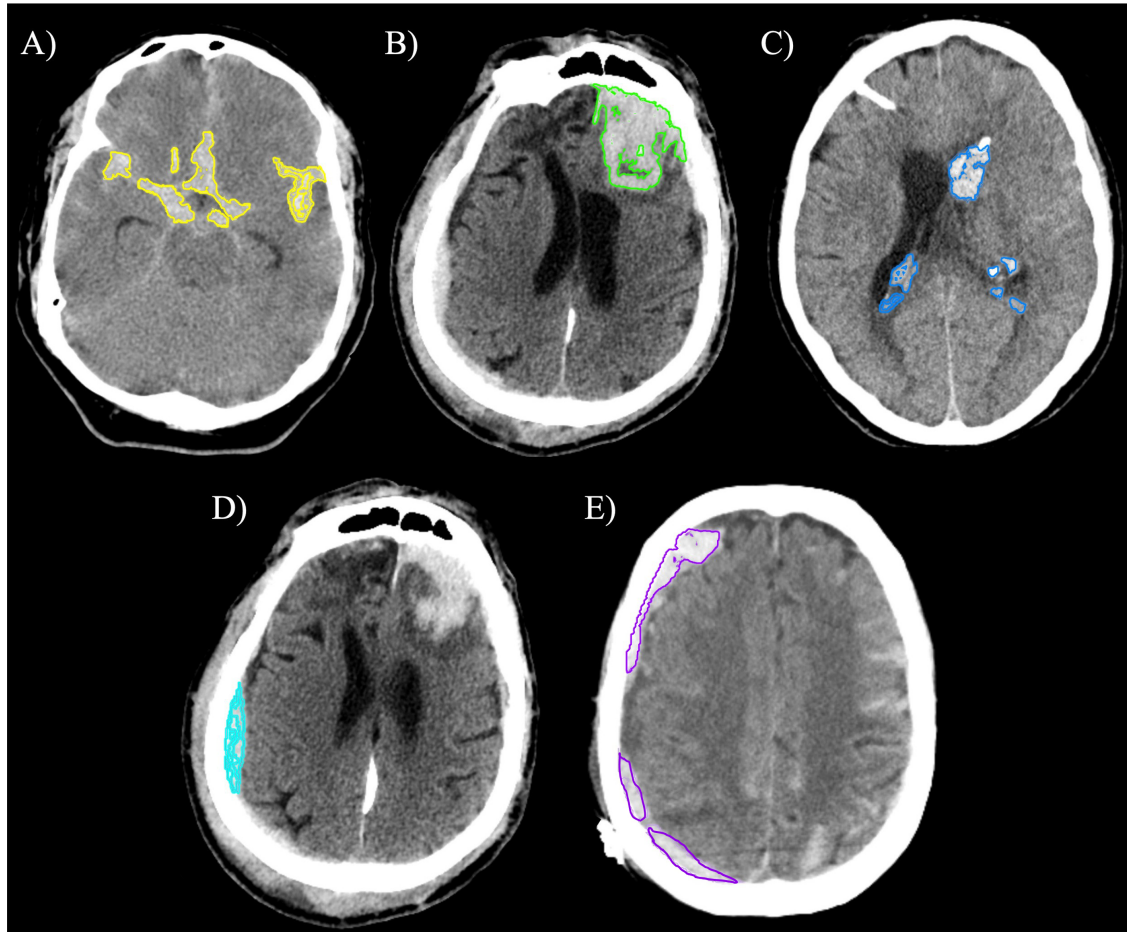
Representación esquemática de los principales tipos de HIC según su localización anatómica en TC. A) HSA, B) HIP, C) HIV, D) HED, E) HSD
